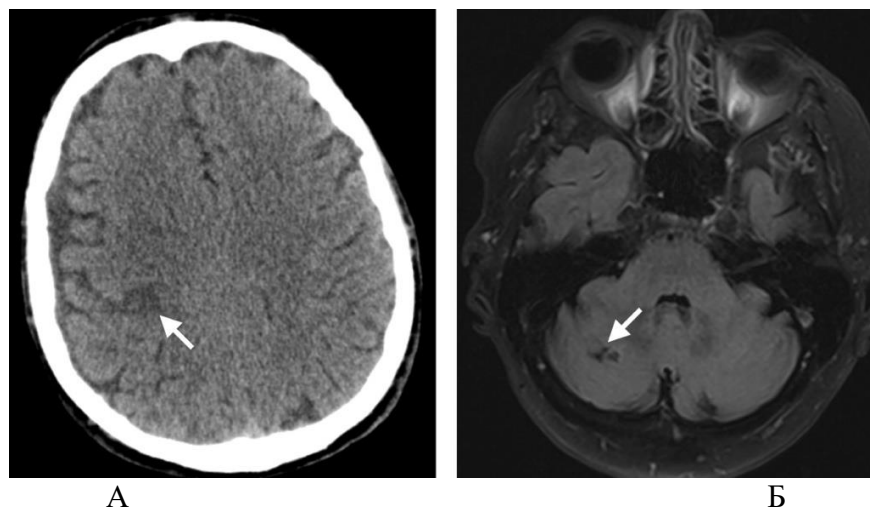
Результаты нейровизуализационных исследований у пациентов с ЛИ (стрелкой указан очаг инсульта): А – КТ головного мозга с выявлением ЛИ в бассейне правой СМА, Б – МРТ головного мозга у пациентки О. с ЛИ в ВББ (правом полушарии мозжечка) (№ а/к 239/02)
